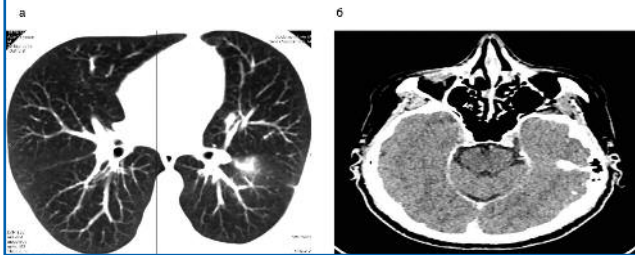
Оценка динамики на фоне исследуемой терапии. Мультиспиральная компьютерная томография. Март 2018 г. а – метастазы в сегментах S4-5 левого легкого и S10 левого легкого; б – метастаз в передненижнем отделе клетчатки правой орбиты.
